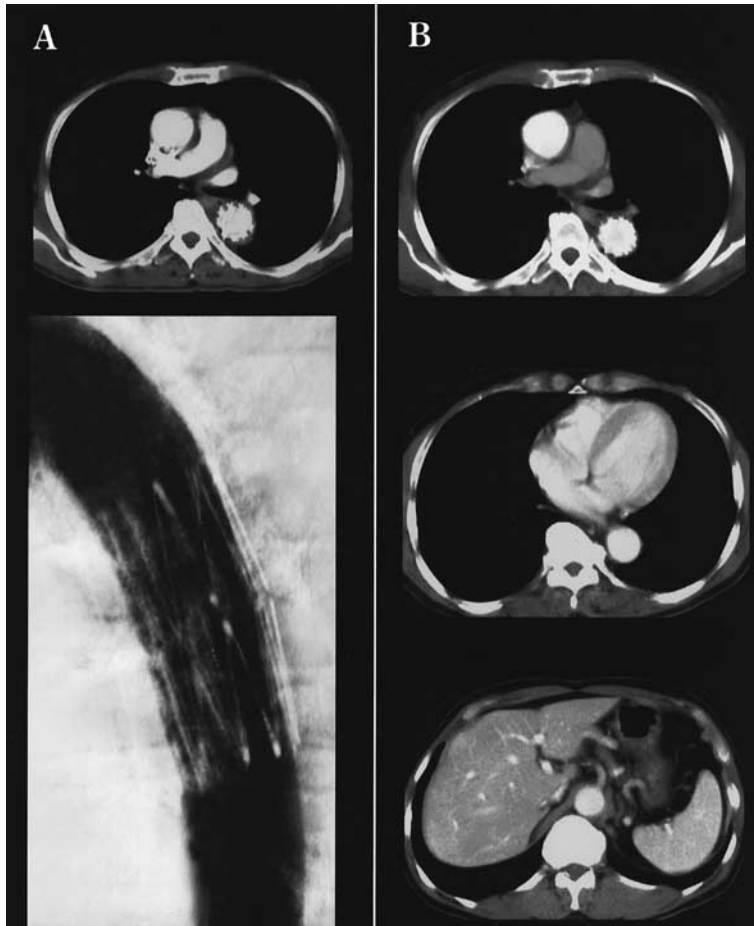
Post operative chest CT and Aortography
